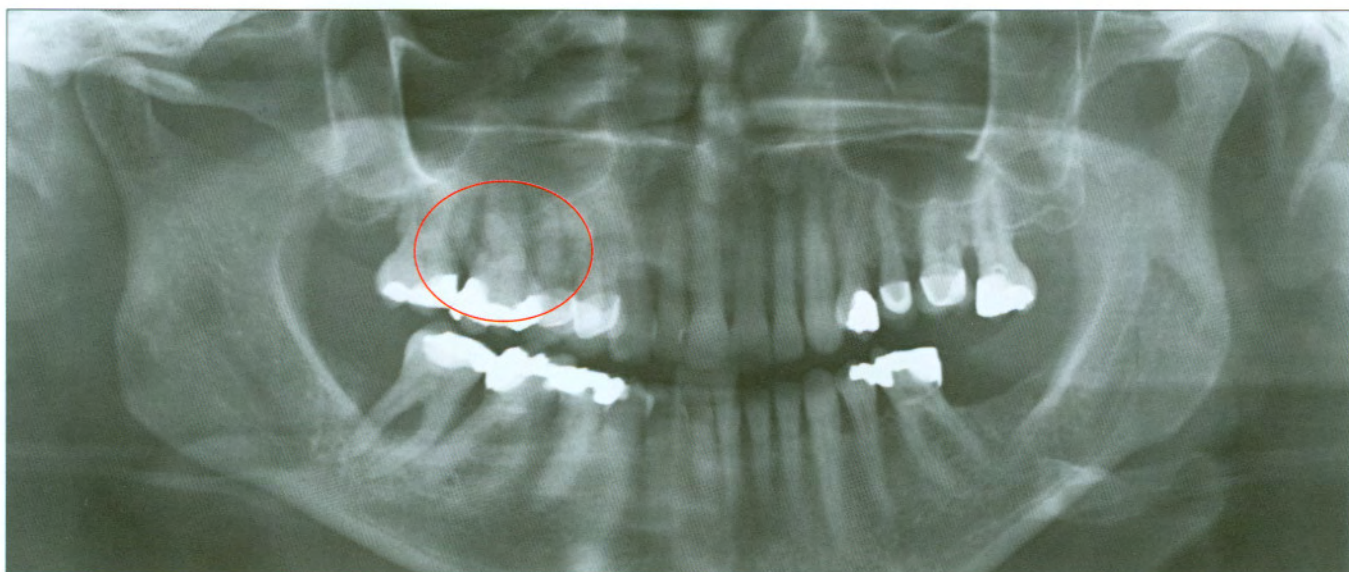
The interradicular lesions of the first and second molar were not detected in the panoramic radiograph.
